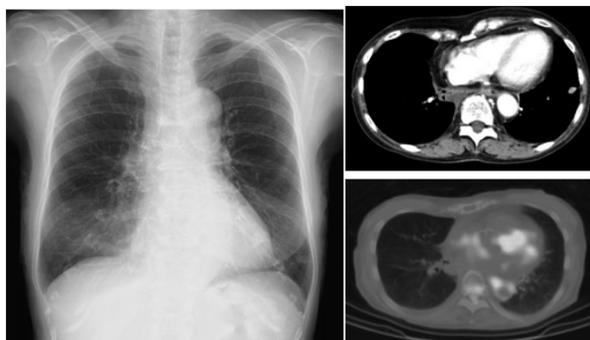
治療終了後の胸部単純X線写真，胸部造影CT，PET-CT
